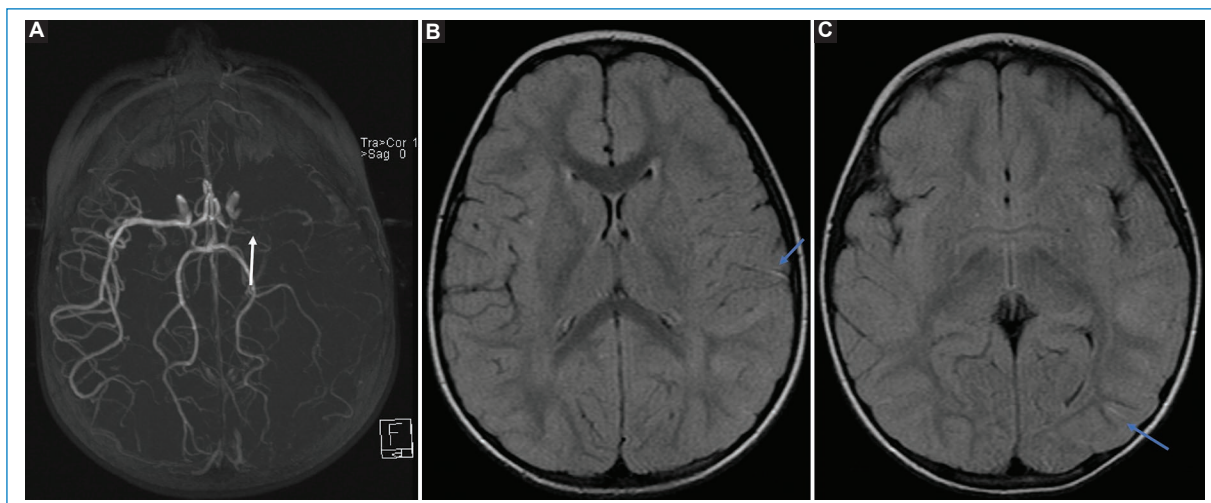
Paciente de sexo femenino de 10 años con antecedente de enfermedad de moyamoya. A: la angiografía por IRM *time of flight* muestra oclusión de la arteria cerebral media izquierda (flecha). B y C: cortes axiales FLAIR, con hiperintensidad de señal de morfología serpentina en el espacio subaracnoideo (flechas), por flujo lento en colaterales leptomeníngeas.
